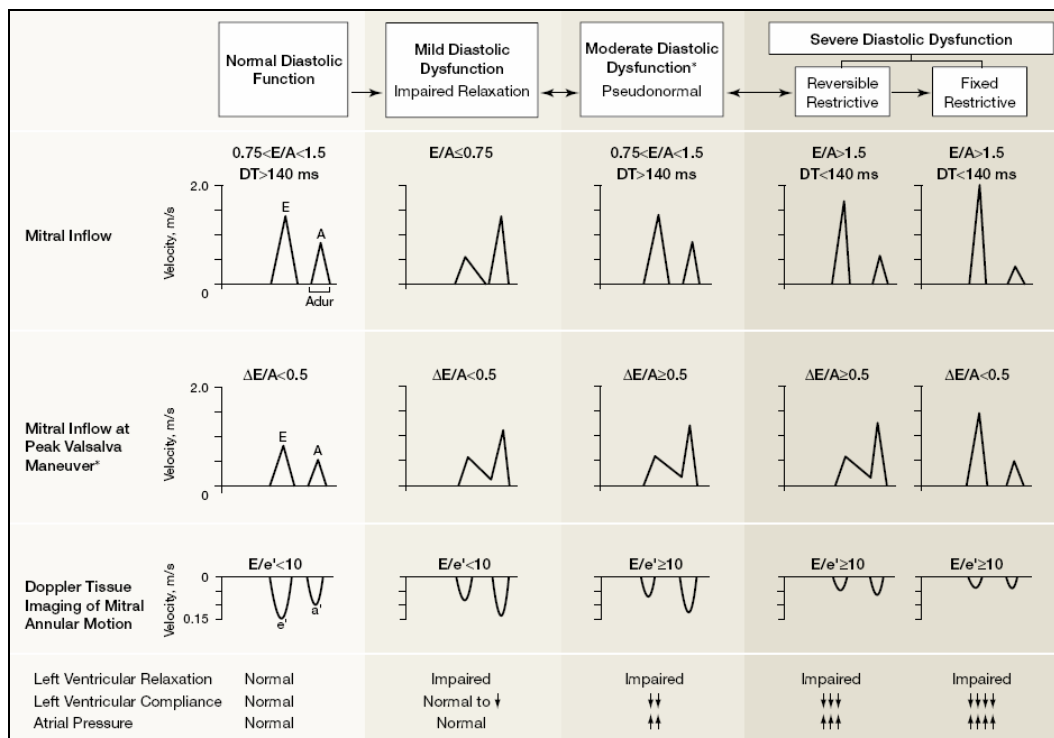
Dopplerkriterien zur Klassifikation der diastolischen Funktion nach Redfield et al. (Redfield et al., 2003)
